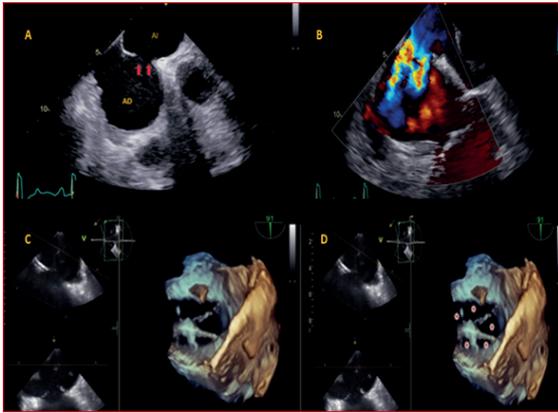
A-B: ecocardiograma transefágico que demuestra un gran defecto interauricular con presencia de múltiples jets de color, lo que sugiere múltiples perforaciones a este nivel. C-D: reconstrucción 3D del defecto interatrial que confirma y demuestra una comunicación multiperforada como imagen de alto impacto académico.
